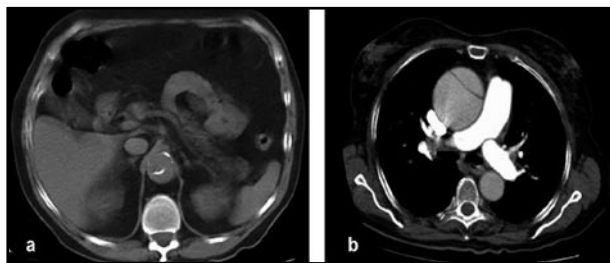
Imágenes de TAC en las que se muestran los hallazgos característicos de la disección aórtica clásica. a: Estudio sin contraste, en el que es evidente el desplazamiento del calcio aórtico. b: Estudio con contraste donde se observa la existencia de una aorta de doble luz con colgajo intimomedial. La disección está confinada a la aorta ascendente, que además está marcadamente dilatada (tipo A de Stanford).
